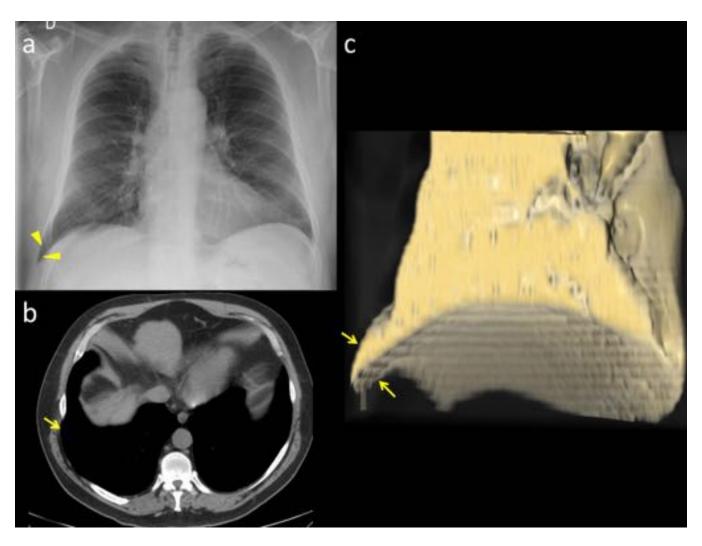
Caso 7: Radiografía simple (a), TC (b) y reconstrucción 3D del parénquima pulmonar derecho (c) en un paciente de 75 años que acude por presentar bultoma que se incrementa con la inspiración, de 15 días de evolución. Se ve una imagen radiolucente que se proyecta por fuera de la pared torácica (cabezas de flechas). Se aprecia un ensanchamiento del espacio intercostal 8°-9° derecho, por donde protruye el parénquima del LID (flechas). Hallazgos compatibles con hernia pulmonar basal derecha.
